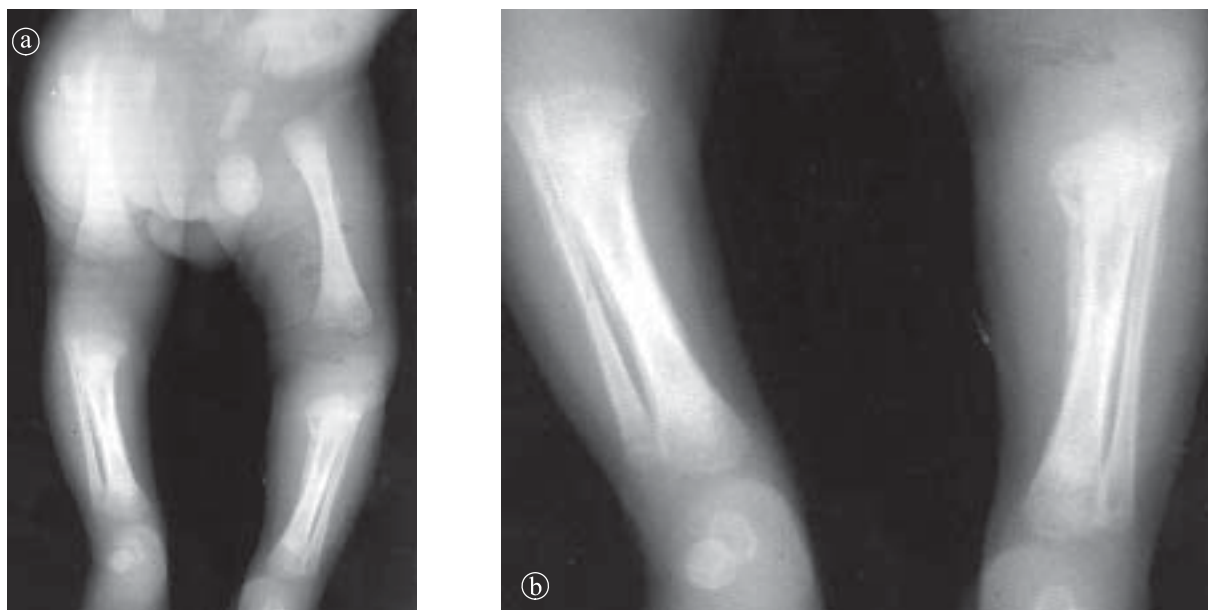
Reacție periostală fiziologică. a) Radiografie membre inferioare AP, o lună; b) Detaliu.
